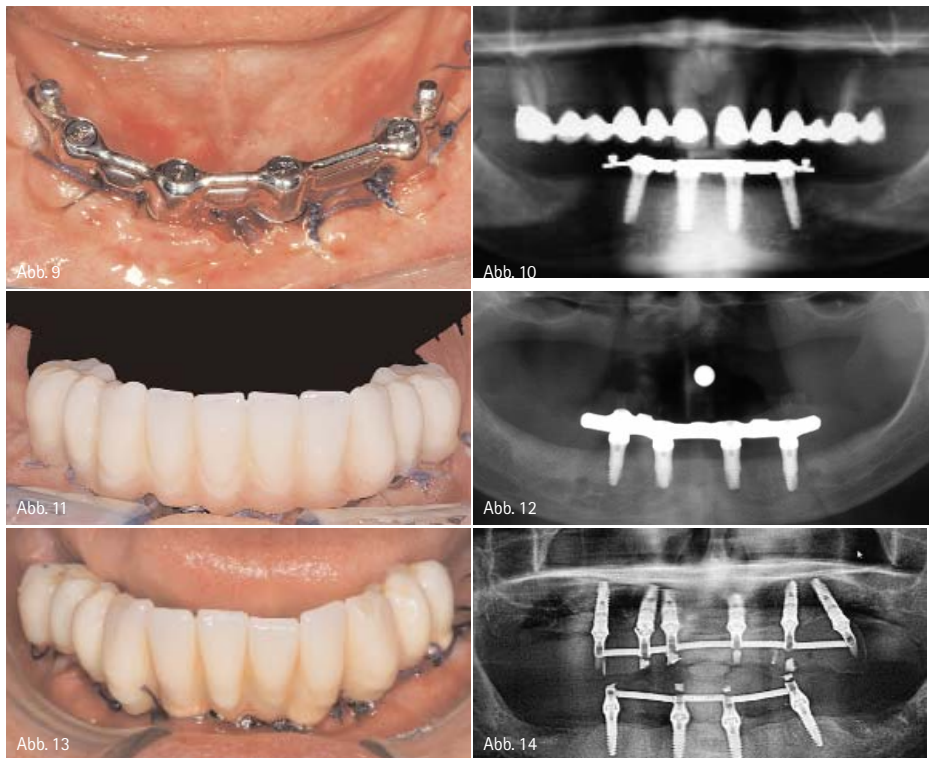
Der im Labor gefertigte u-förmige Steg, der die Prothese stabilisieren soll, wird innerhalb von 24 Stunden nach der Implantatinsertion in den Mund des Patienten eingesetzt. – Abb. 10: Röntgenkontrolle 24 Monate nach Implantatinsertion. – Abb. 11: Dieser zweite Fall veranschaulicht, wie die Suprakonstruktion zur Korrektur von fehlendem Gewebe mittels rosafarbenen Kunststoffs verwendet werden kann. – Abb. 12: Röntgenaufnahme dieses Falls nach 24 Monaten: Das starre Gerüst und die stabile Knochensituation sind sichtbar. – Abb. 13: In einem anderen Fall wurde die Suprakonstruktion aufgrund der günstigen vertikalen Dimension ohne zusätzliches rosafarbenes Material gefertigt. – Abb. 14: Röntgenaufnahme dieses Falls nach 24 Monaten.
